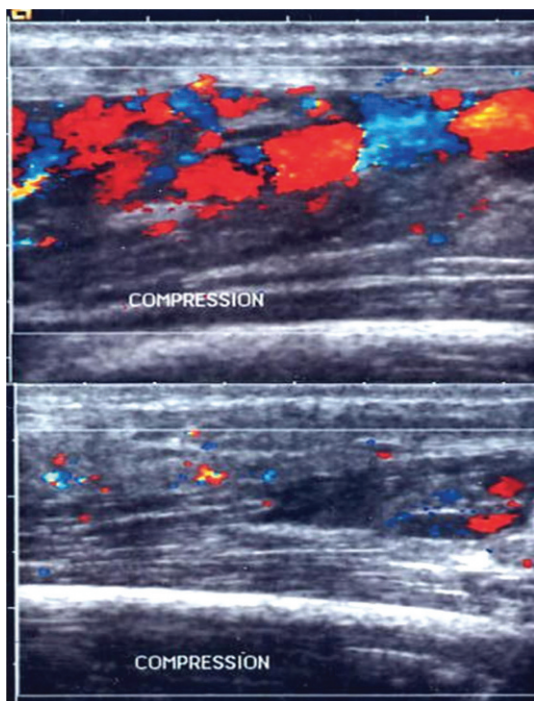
Malformation veineuse en mode Doppler couleur : disparition du flux sanguin sous compression.
